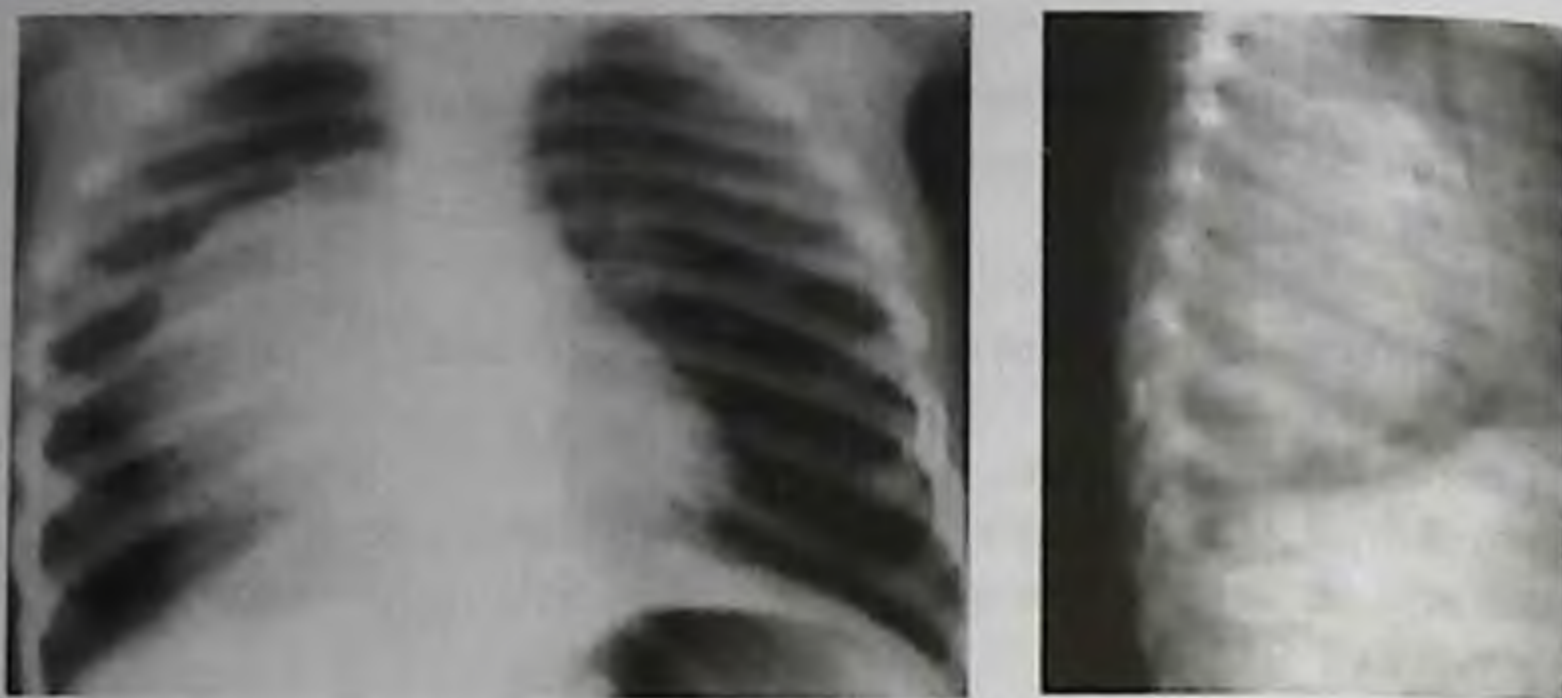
Нейрогенная опухоль заднего средостения справа (рентгенограмма грудной клетки, прямая и боковая проекции)
